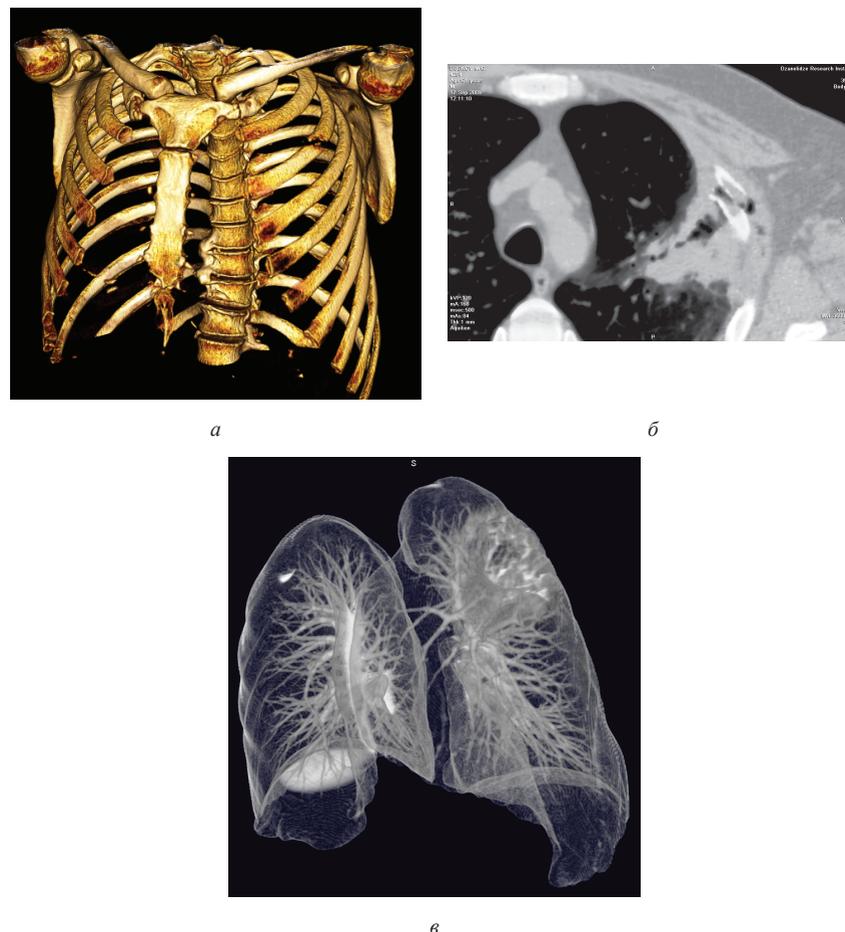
МСКТ груди при закрытой травме груди: а – 3D-реконструкция – перелом III ребра слева; б – полость деструкции и перифокальная инфильтрация с ушибом в верхней доле левого легкого в зоне перелома III ребра; в – при внутривенном болюсном контрастировании экстравазация контраста в полости деструкции у пациента с острым посттравматическим абсцессом верхней доли левого легкого, осложненным продолжающимся легочным кровотечением
